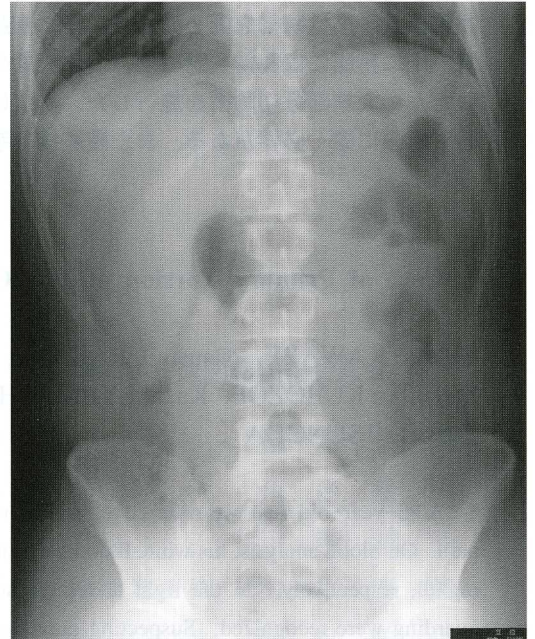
腹部単純X線検査：遊離ガス像や腫瘤陰影，二ボアー像は認めず，小腸ガスが少量認められた。
